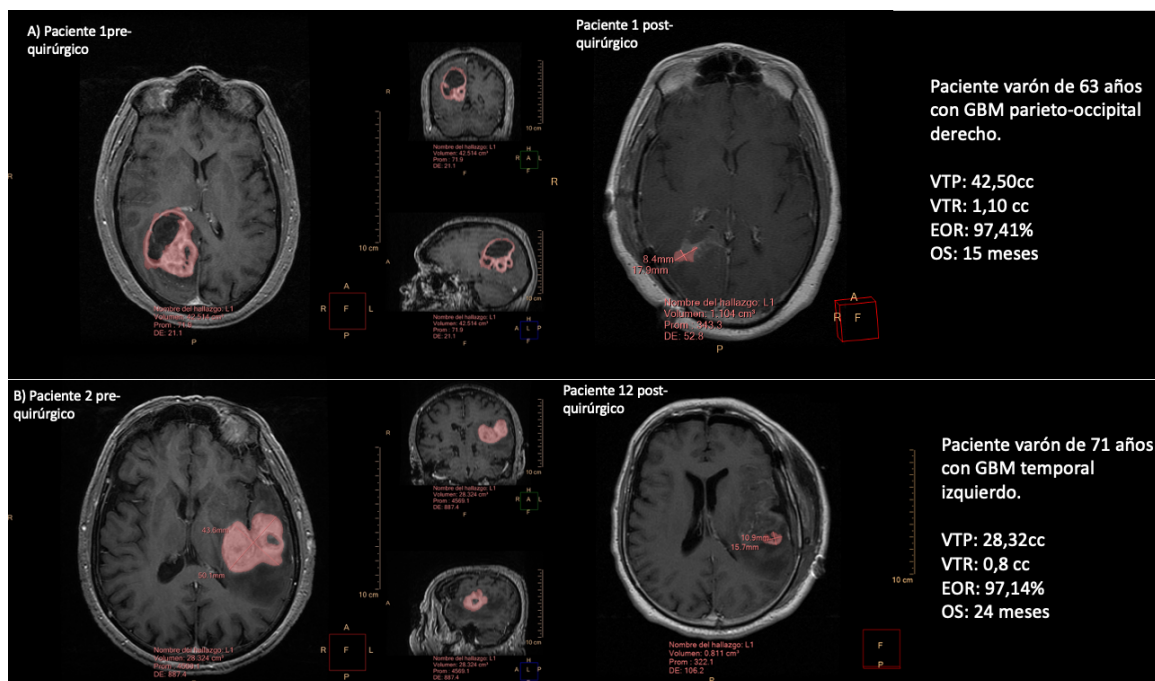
Ejemplo de comparación de dos pacientes con EOR similar y distinto VTR. Paciente A) imagen axial, coronal y sagital de RM prequirúrgica segmentada en T1 con contraste y axial postcontraste postquirúrgica. Paciente B; imagen axial, coronal y sagital en T1 de la RM prequirúrgica segmentada y T1 axial postcontraste postquirúrgico en paciente con GBM temporal izquierdo.
